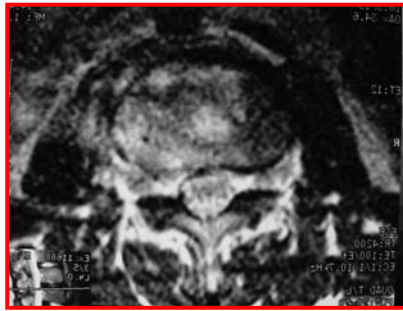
En los cortes axiales de la RMN se aprecia la alteración discal sin compromiso del canal raquídeo y de los planos paravertebrales.
